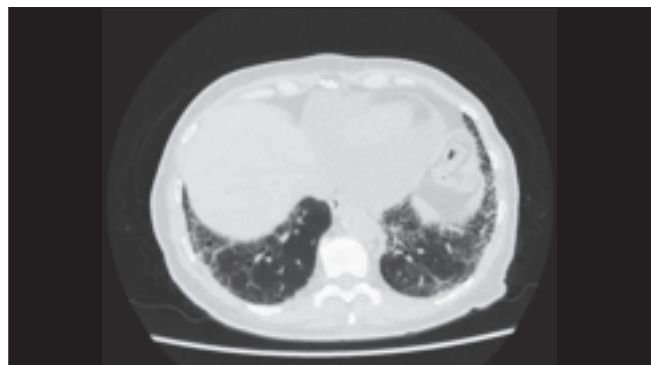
КТ органов грудной клетки пациентки А. Интерстициальное поражение базальных отделов легких: преимущественно субплевральное утолщение интерстиция, пневмофиброз с участками «сотого легкого»
